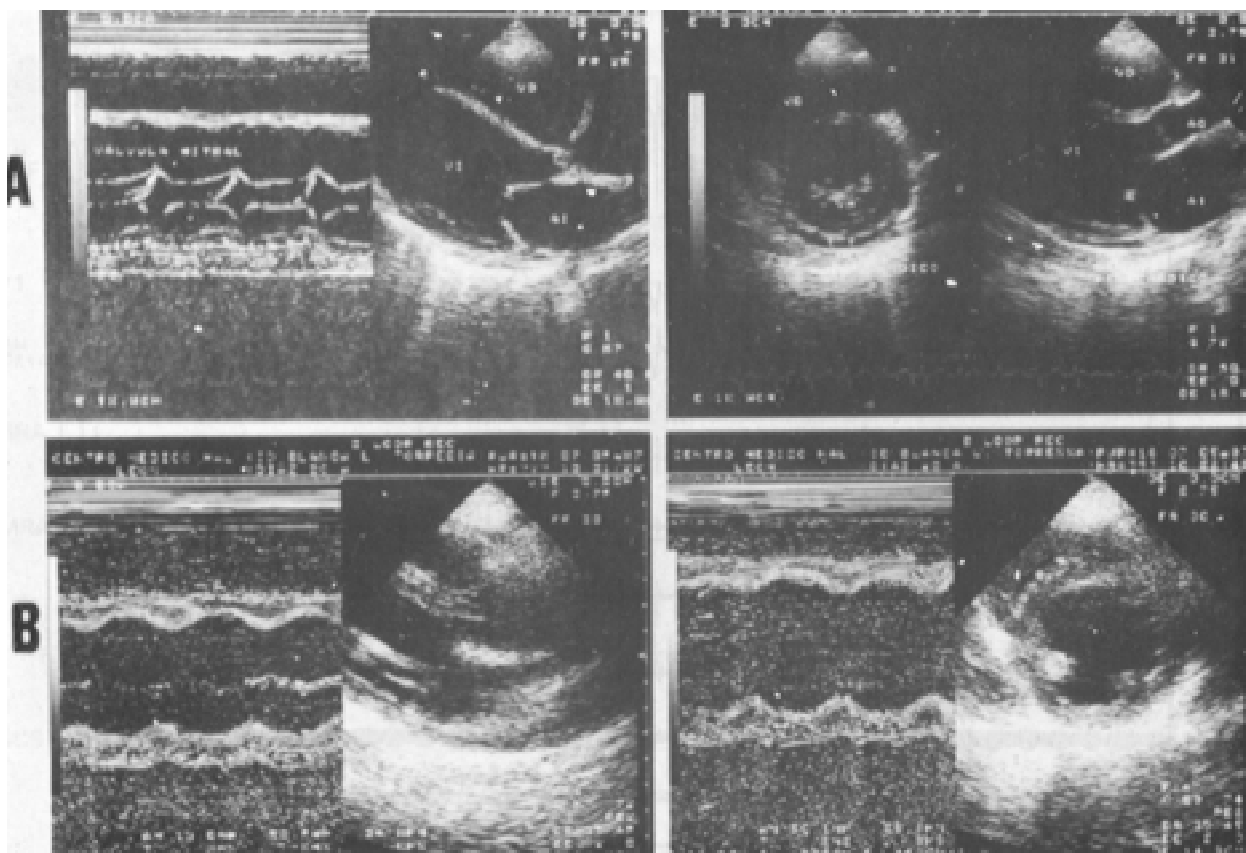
Paciente 1. Ecocardiograma 2D y modo-M. (A). Antes de la ablación. Dilatación de las cuatro cámaras, hipocinesia generalizada, adelgazamiento de las paredes, derrame pericárdico posterior leve. (B). Tres meses después con recuperación total de la cinesis ventricular y de la fracción de expulsión.
